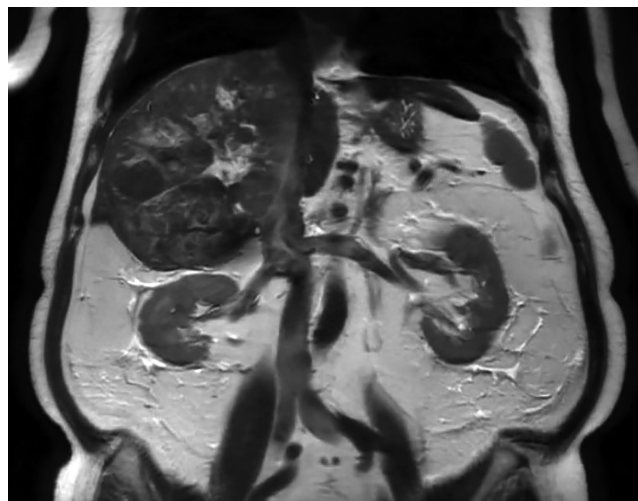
Tomografía computarizada de la sección coronal en enero de 2022 (A) y en abril de 2022 (B). Imágenes propiedad de los autores.
